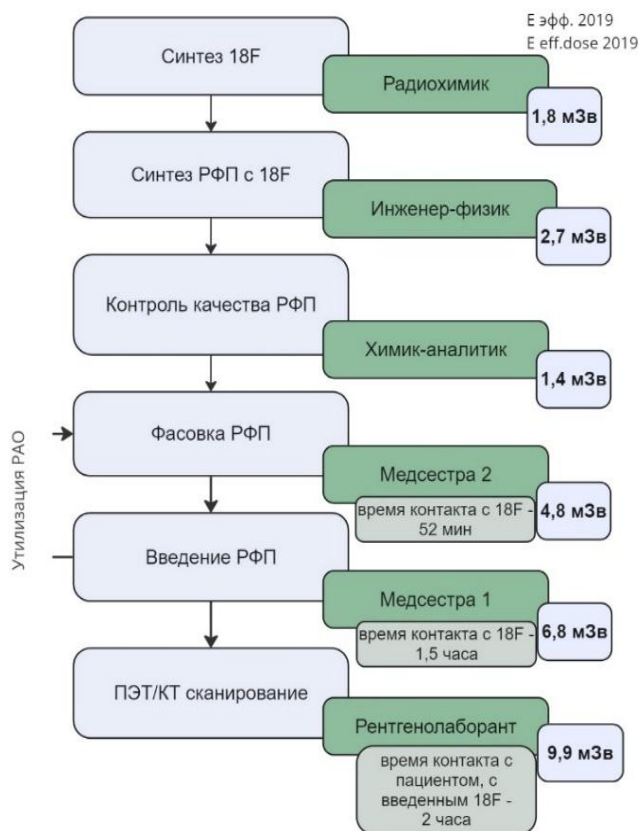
Определение рабочих мест в ПЭТ-центре с наиболее высоким уровнем облучения персонала
